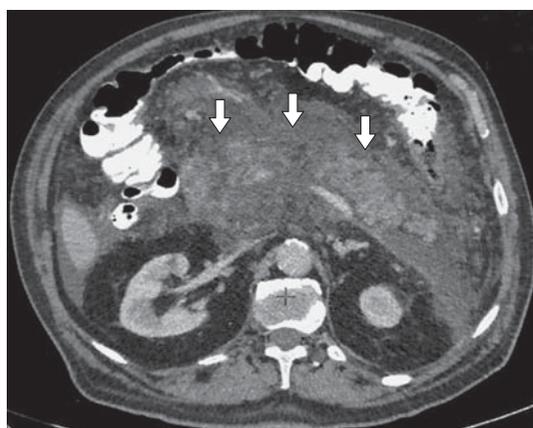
Компьютерная томограмма. Острый деструктивный панкреатит, панкреонекроз у пациента, которому не удалось выполнить стентирование ППЖ. Стрелками указан парапанкреатический инфильтрат.
